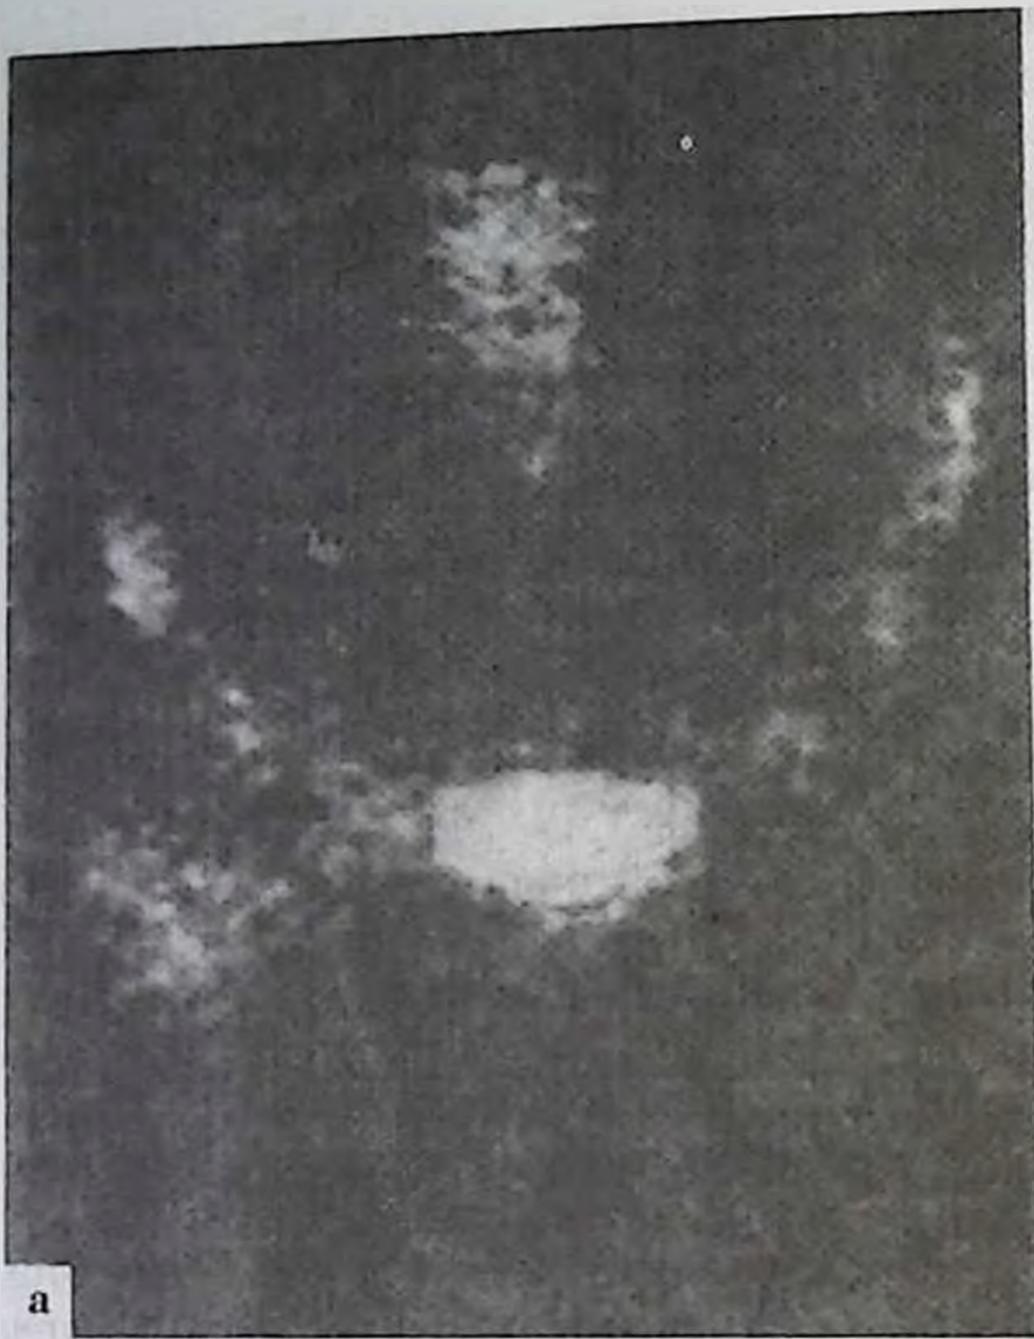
Сцинтиграмма. а—радионуклидное исследование таза и обоих тазобедренных суставов. В области правого тазобедренного сустава имеется повышенное накопление нуклида; б—поражение диафиза бедренной кости в средней трети.
